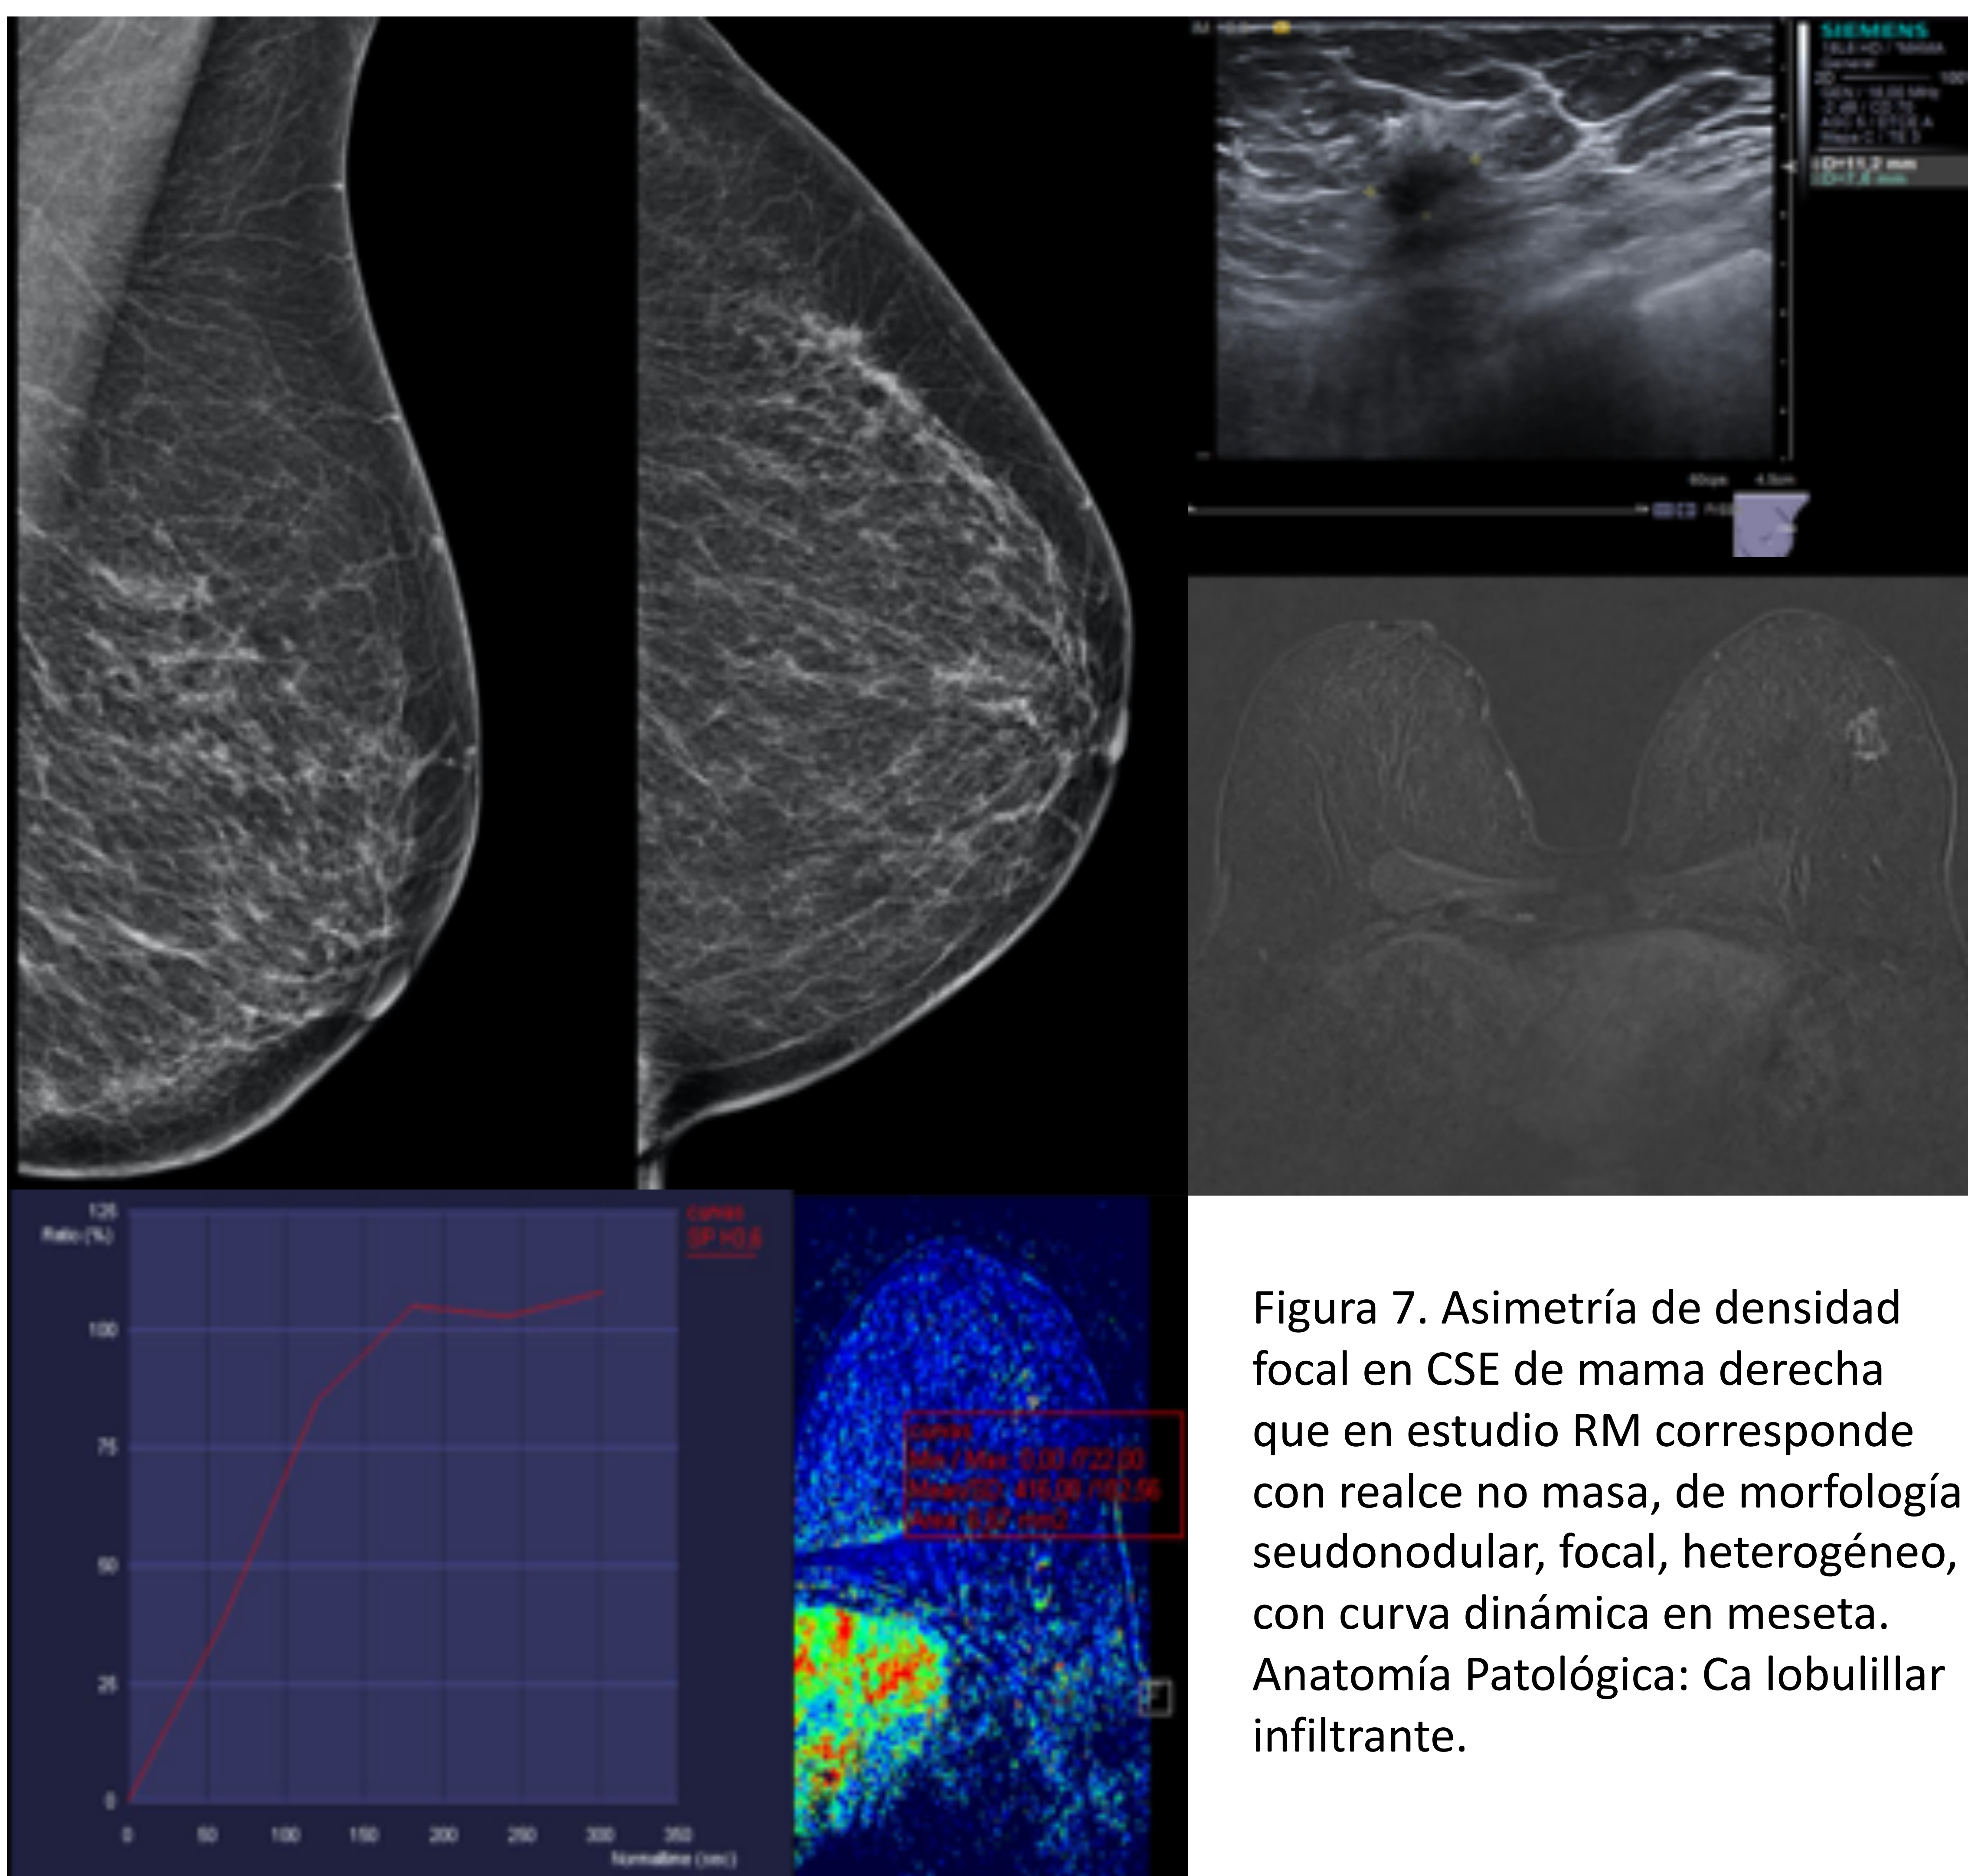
Asimetría de densidad focal en CSE de mama derecha que en estudio RM corresponde con realce no masa, de morfología seudonodular, focal, heterogéneo, con curva dinámica en meseta. Anatomía Patológica: Ca lobulillar infiltrante.
